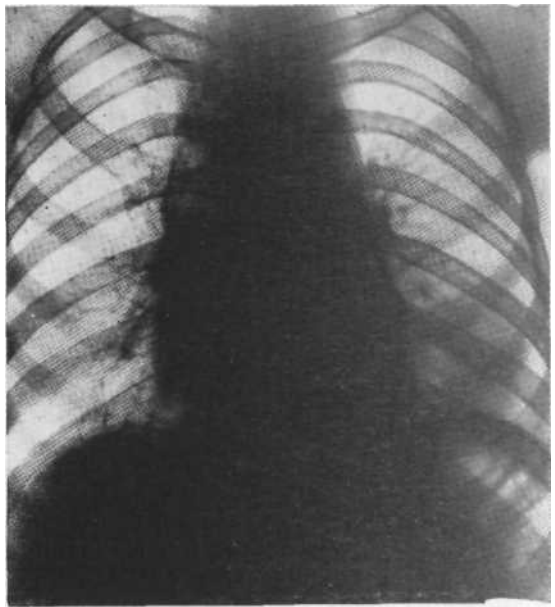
Обзорная рентгенограмма. Гематома средостения. Вскрытие.
